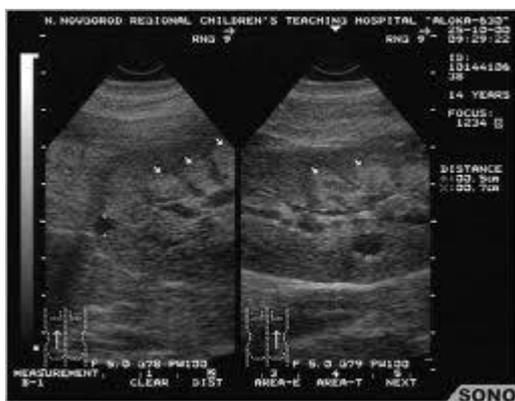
УЗИ Медулярная кистозная болезнь
